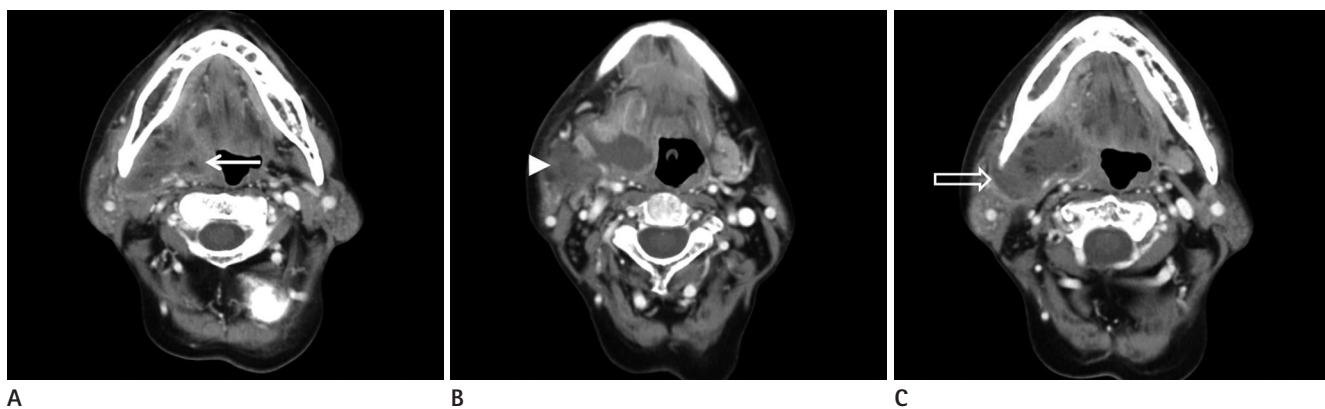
Deep neck abscess in a 67-year-old woman who had diabetes mellitus. A. Contrast enhanced CT shows abscess in right parapharyngeal space (arrow). B. Contrast enhanced CT shows abscess in right submandibular space (arrowhead). C. Contrast enhanced CT shows right masticator abscess (open arrow) by direct extension from right parapharyngeal and submandibular abscesses.
